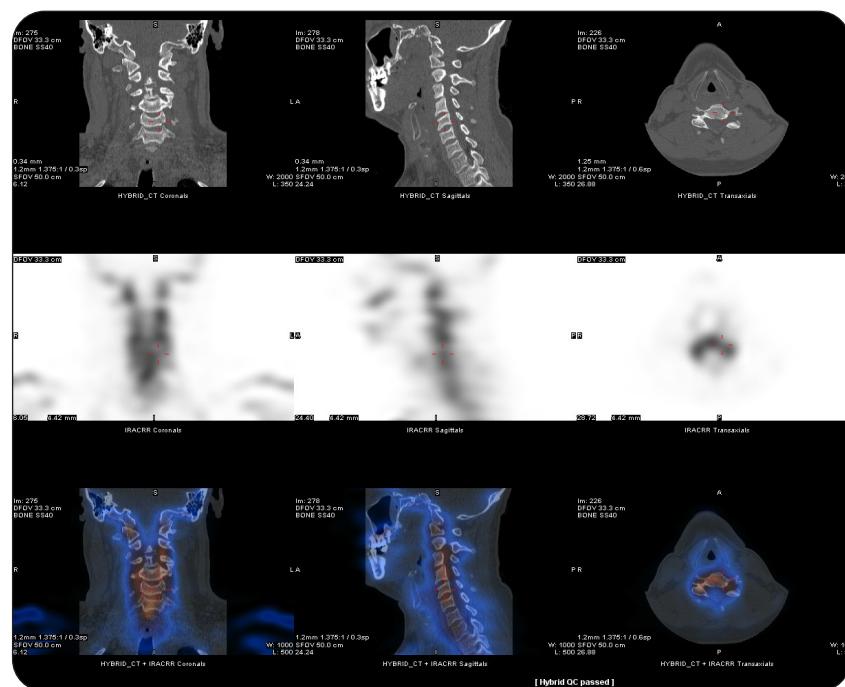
Scintigraphie et SPECT-CT du rachis cervical montrant un foyer d'hyperfixation interapophysaire postérieure au niveau C5-C6 droite sans hyperfixation au niveau isthmique.
